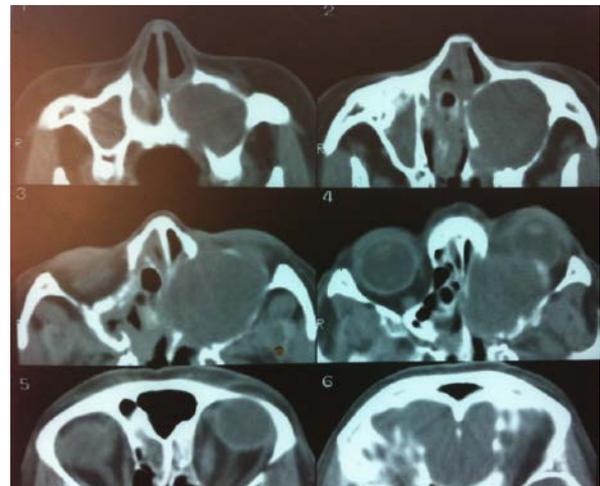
Больная Г. 63 лет. Компьютерная томография придаточных пазух носа, орбиты в аксиальной проекции. Определяется выраженный экзофтальм слева
